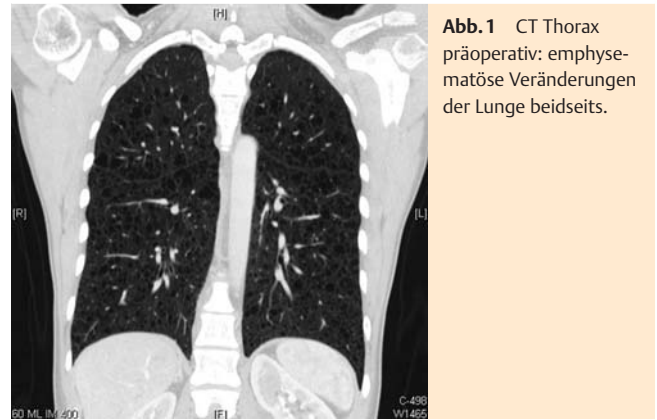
CT Thorax präoperativ: emphysematöse Veränderungen der Lunge beidseits.
